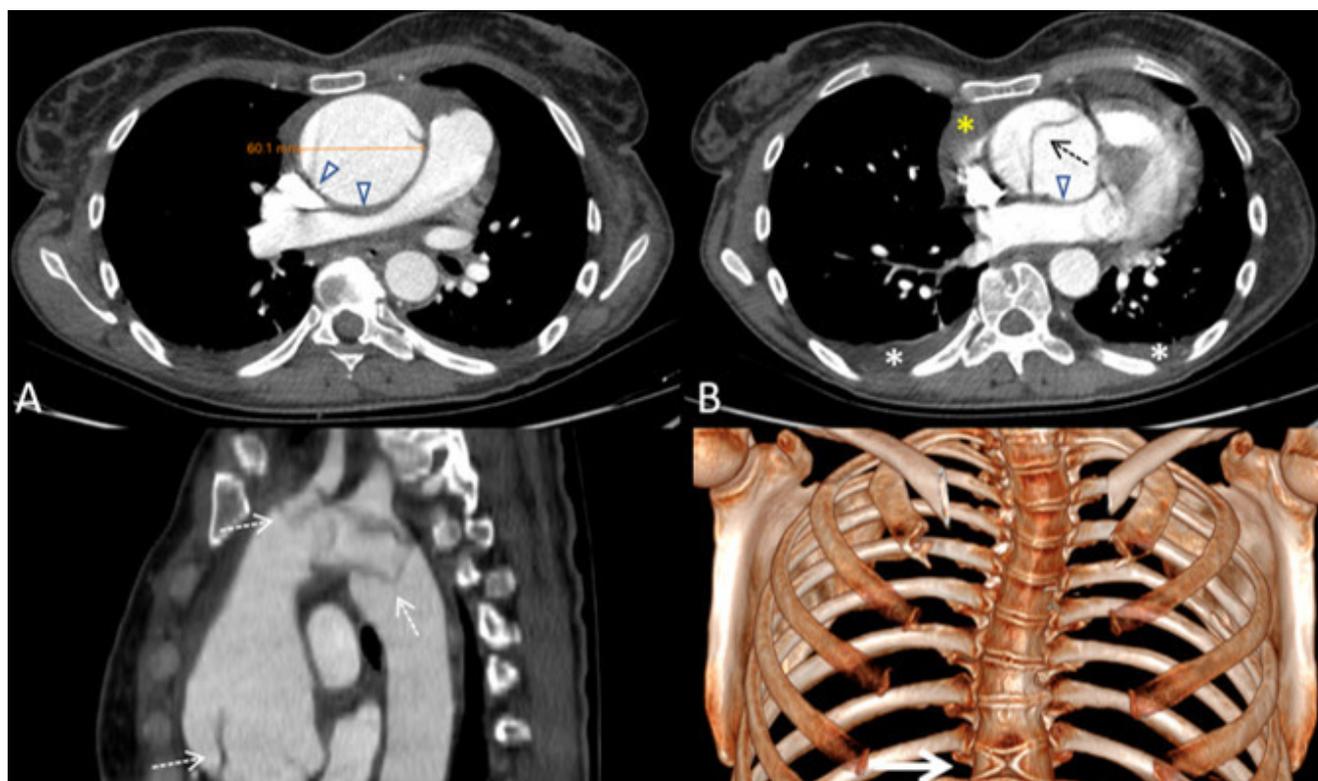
Angiografía por tomografía computarizada para estudio de arteria aorta y sus ramas. (A) Imagen axial a nivel del tronco de la arteria pulmonar. Dilatación de la aorta ascendente que alcanza un calibre máximo de 6,1 cm y comprime la arteria pulmonar principal derecha y la vena cava superior (puntas de flecha). (B) Imagen axial a nivel de la raíz aórtica. Extenso defecto de repleción lineal en la luz de la raíz aórtica compatible con *flap* intimal (flecha discontinua). Apréciase el derrame pericárdico (asterisco amarillo) y el derrame pleural bilateral en cuantía leve (asteriscos blancos). (C) Reconstrucción multiplanar, vista sagital oblicua. Dilatación de la raíz aórtica y aorta ascendente con *flap* intimal irregular con extensión a troncos supraaórticos (flechas discontinuas). (D) Reconstrucción volumétrica para visualización ósea. Se observan dos defectos de fusión vertebral (“vértebras en mariposa”) a nivel de T9 y T11 (flechas).
